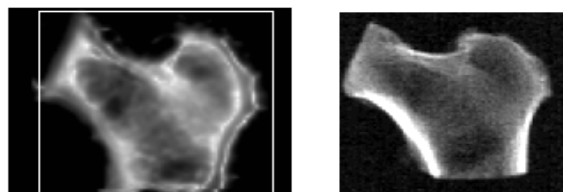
Comparaison in vitro des images ultrasonore (à gauche) et absorptiométrique rayons X (à droite) de l'extrémité supérieure du fémur.
